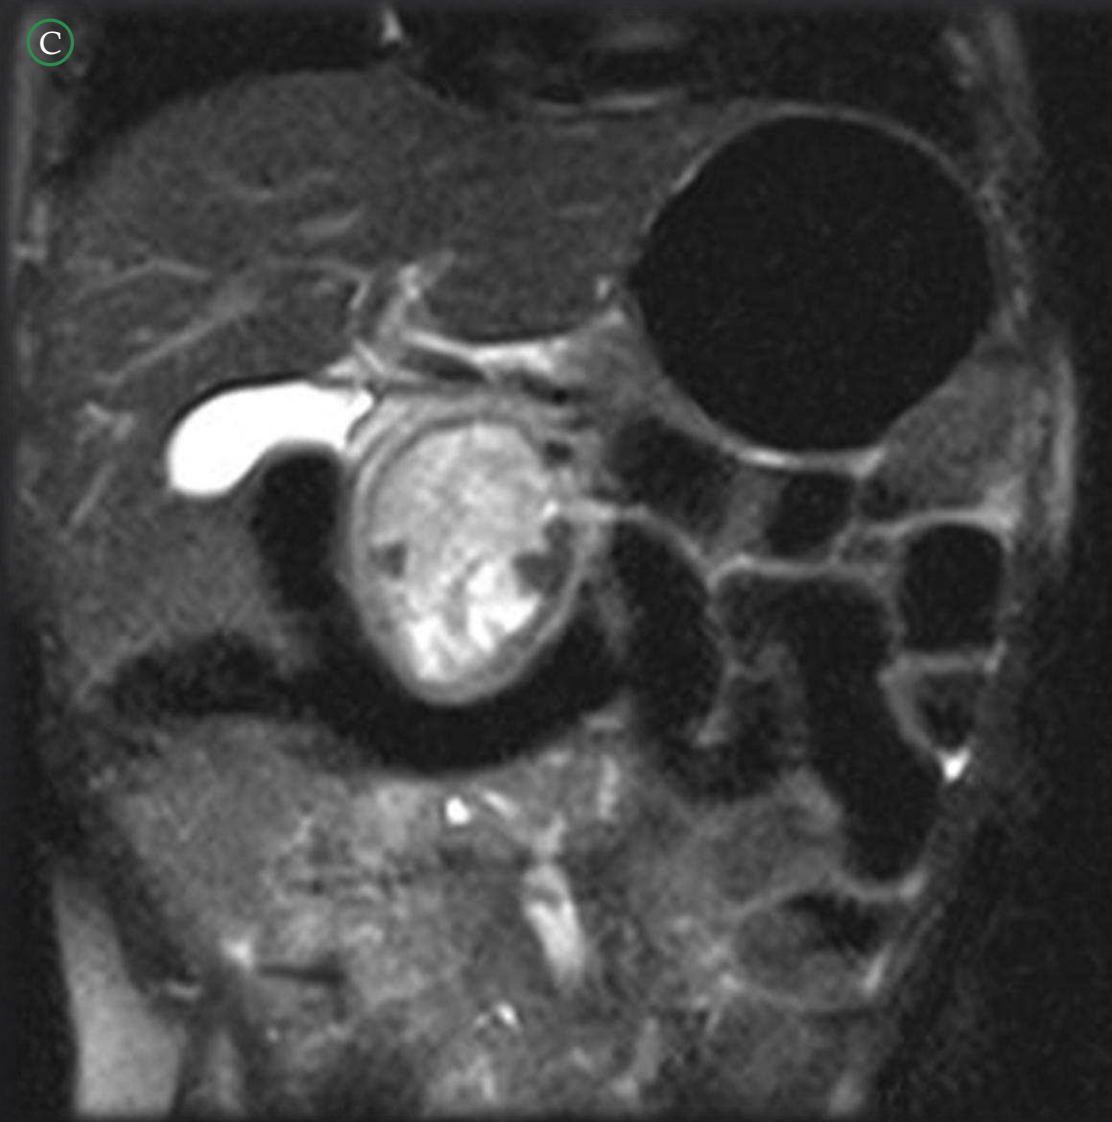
C. RM abdominopélvica con secuencias T2 plano coronal y T1 plano axial.
